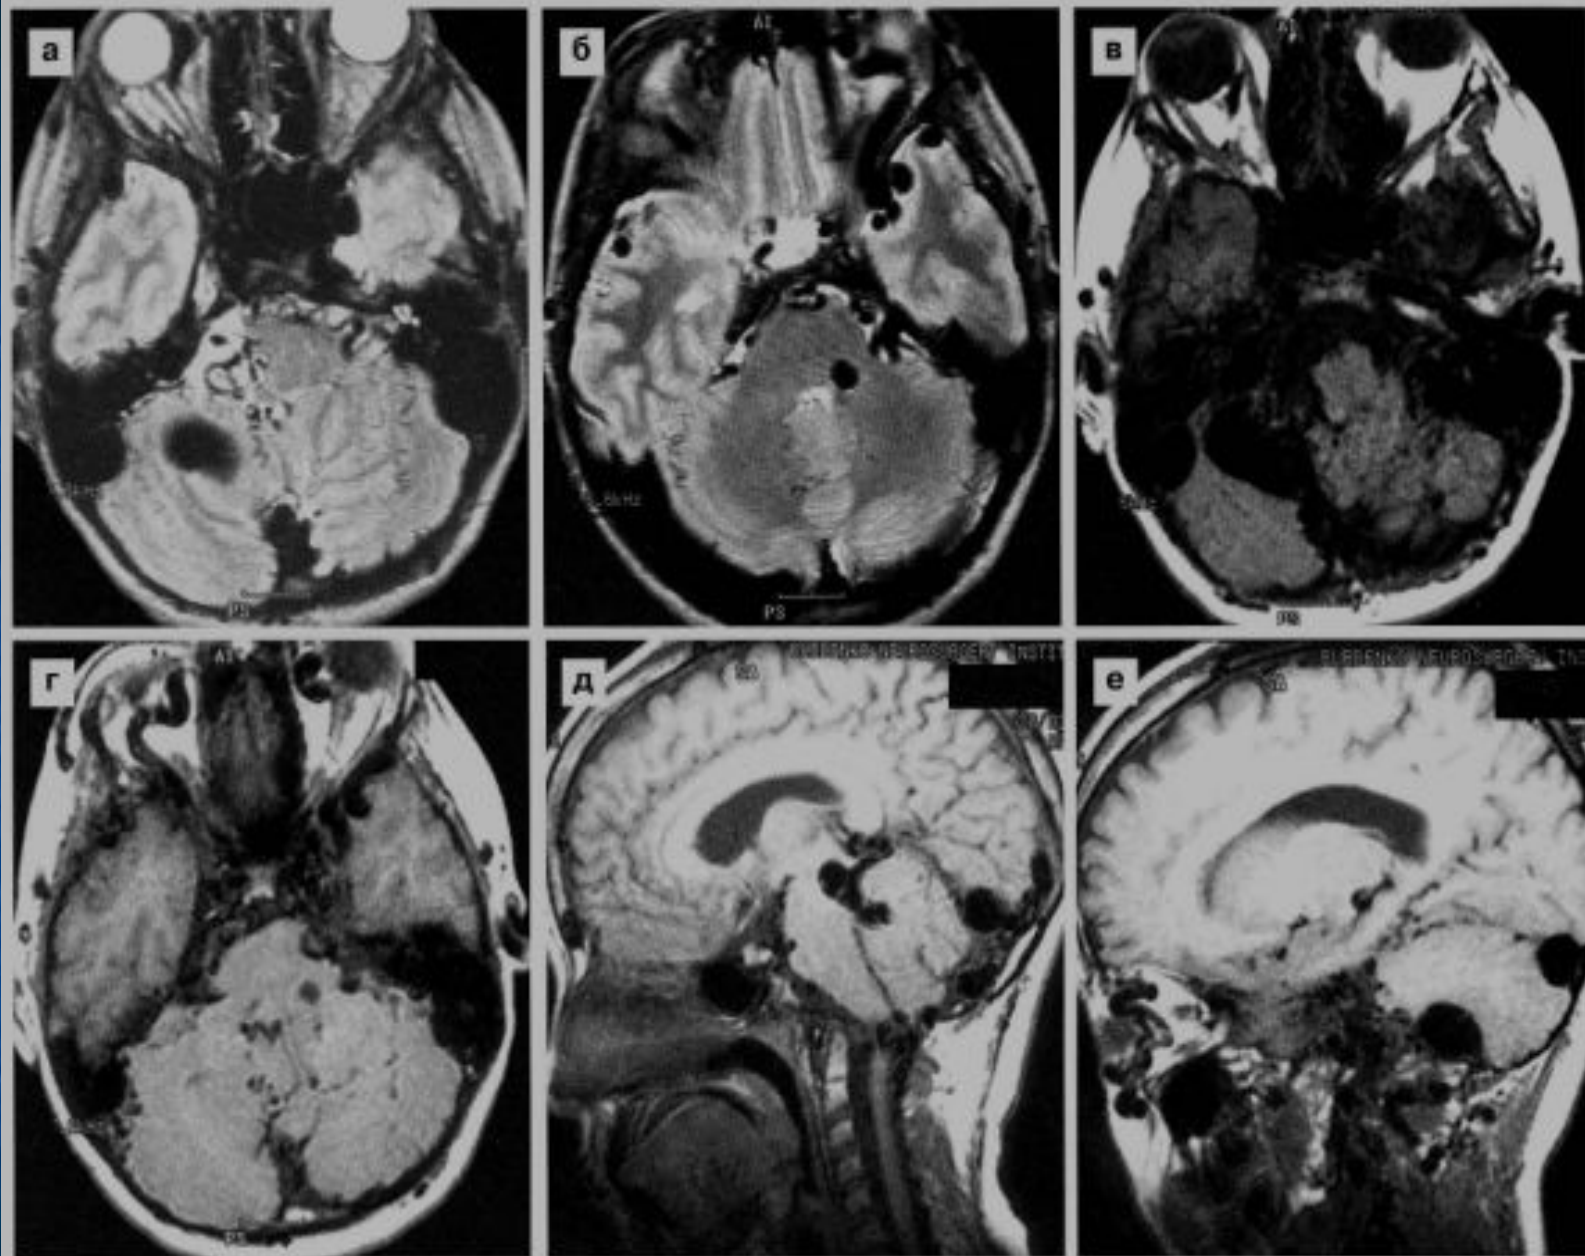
Крупная ДАВФ основания черепа и верхних отделов шеи. МРТ в режимах T2 (а, б), T1 (в–е), 3D TOF (ж–и) демонстрирует гигантских размеров конгломерат сосудов на основании черепа, с трудом поддаются идентификации афферентные сосуды.
